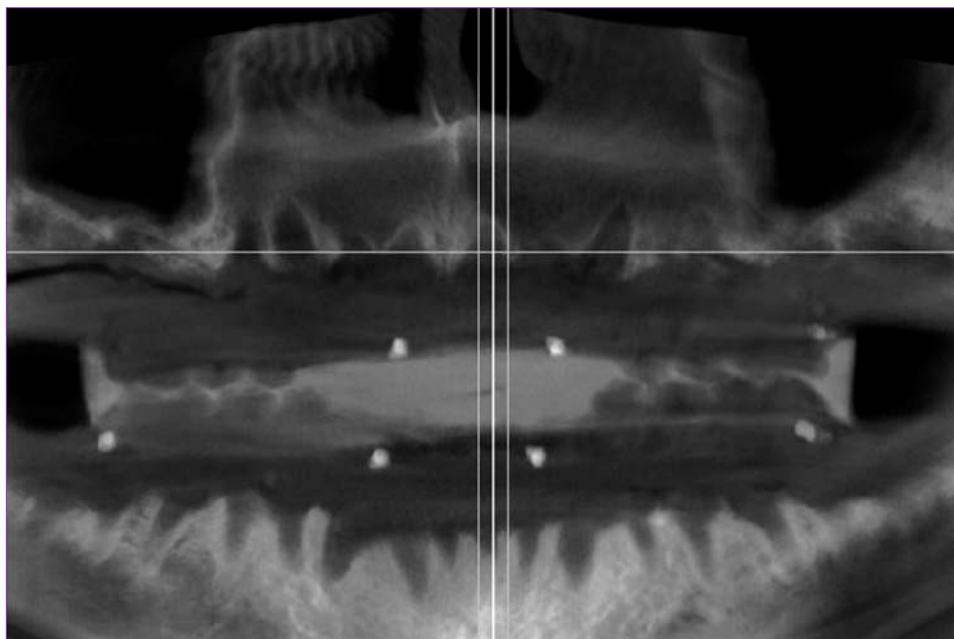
Imagen 2D de la TC de los maxilares edéntulos, con las férulas radiológicas, previa al diseño virtual de los implantes.
